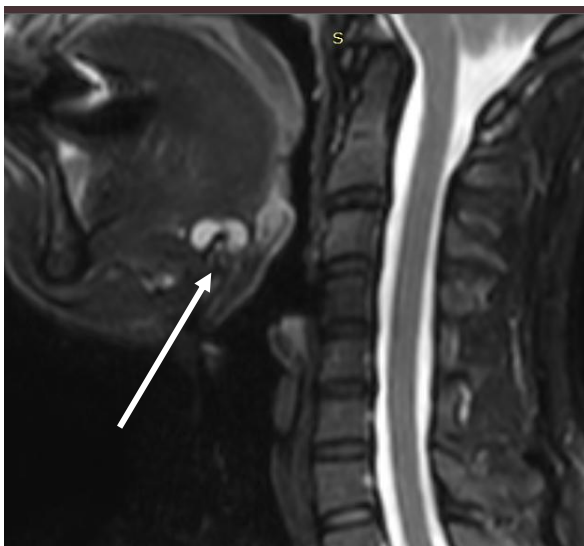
МРТ срединной кисты шеи (в области коня языка)
